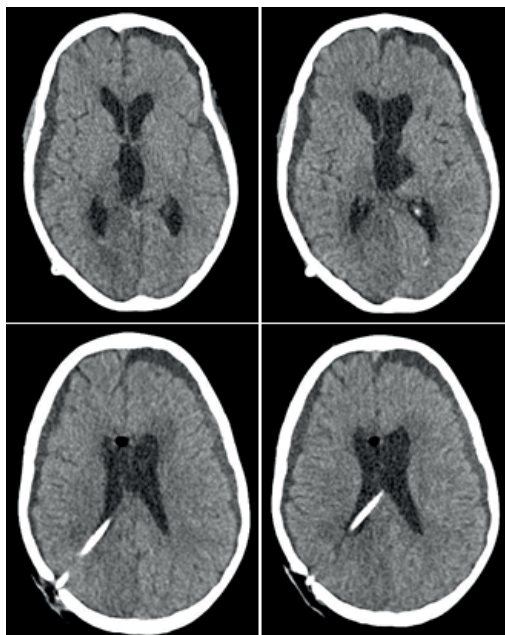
TC de crânio, sem contraste, mostrando ectasia do III ventrículo, ventrículos laterais sem dilatação significativa, com cateter de derivação ventricular, que apresenta extremidade no ventrículo lateral direito.
